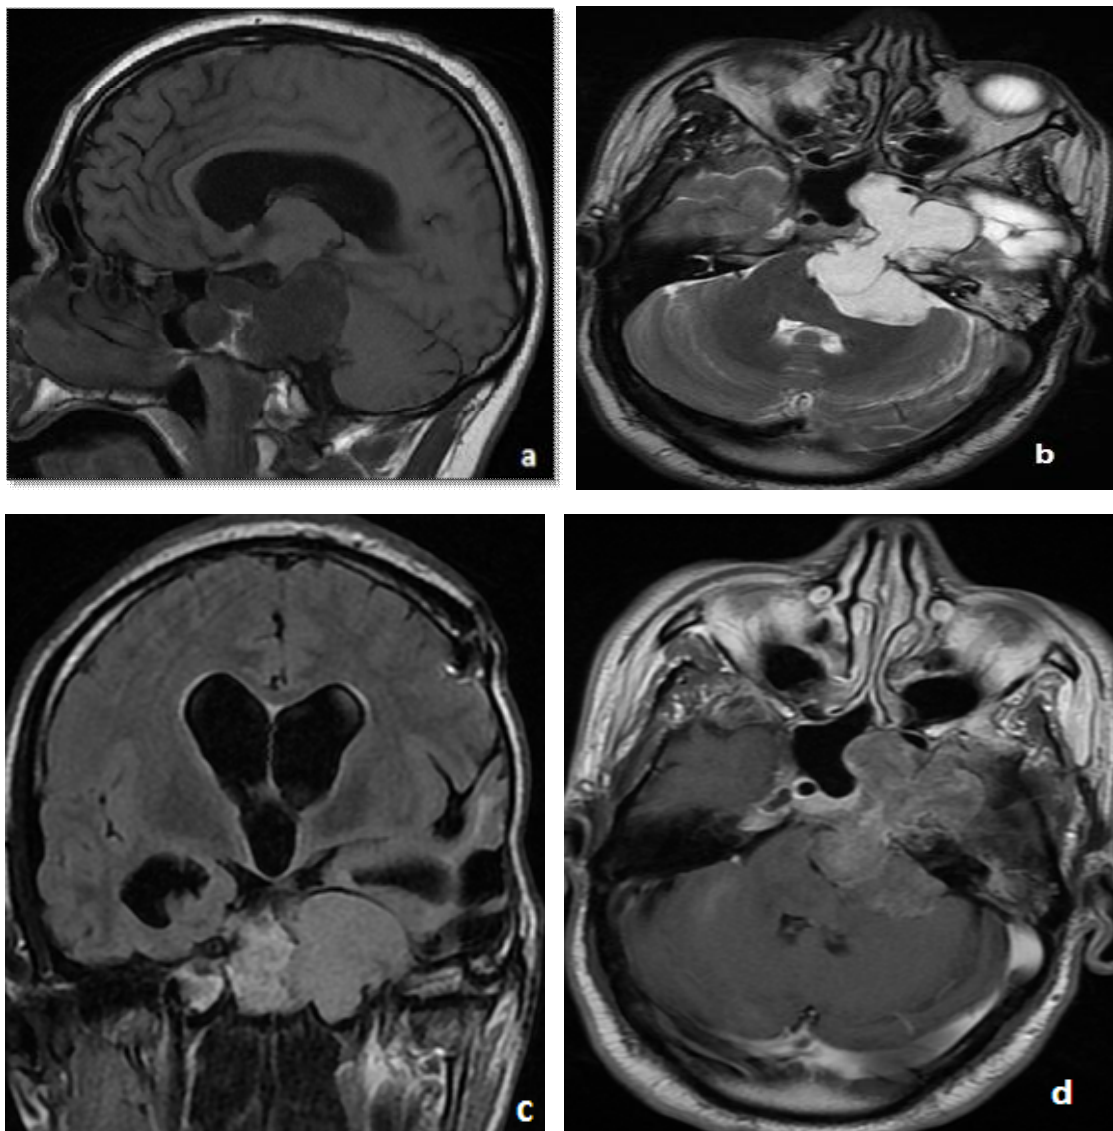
Processus tissulaire récidivant extra-axial, ostéolytique, se développant au dépend du clivus avec extension dans la FCP. Il est hypointense en T1 (a), hyperintense en T2 (b) et FLAIR (c). Il se rehausse de façon modérée et hétérogène (d). Il s'agit d'une récurrence d'un chordome
